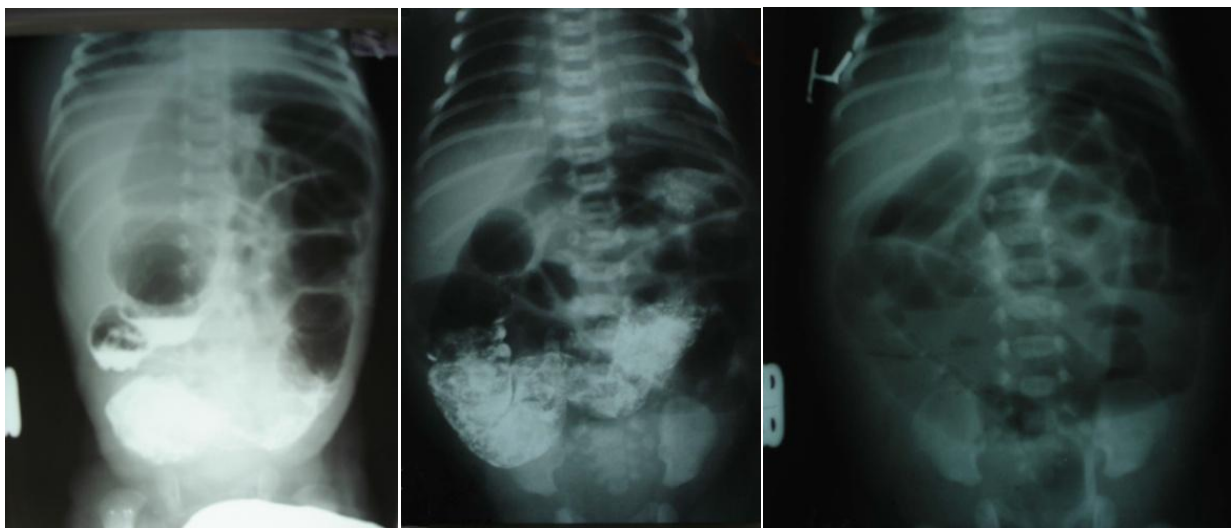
Radiografia panoramică a cavității abdominale în MH la nou-născuți și sugari
